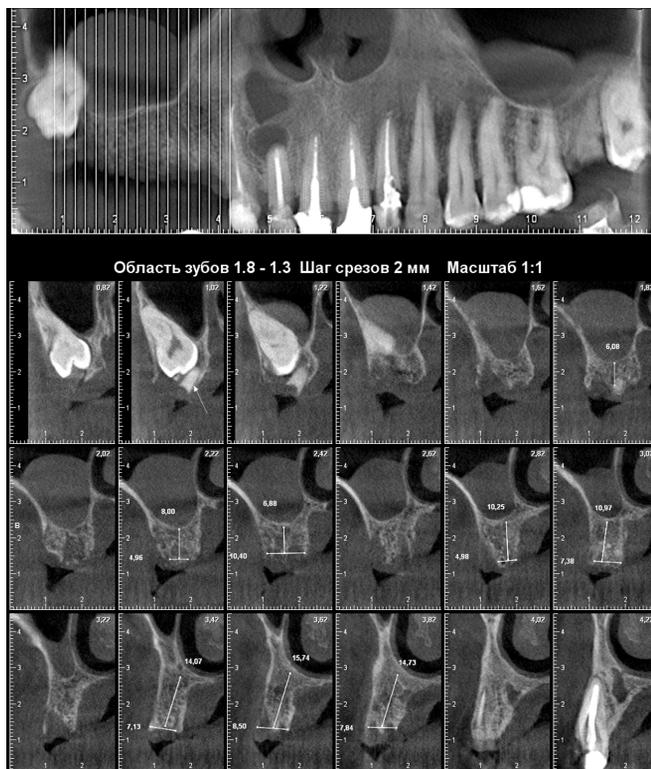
Результаты КТ пациента С., 45 лет.
